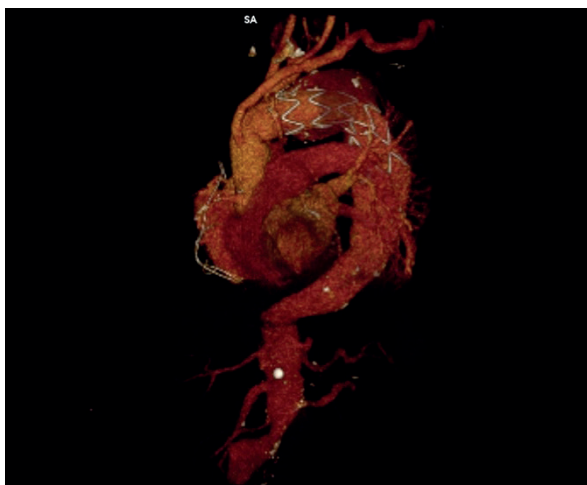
reconstrução de angio TC após FET
